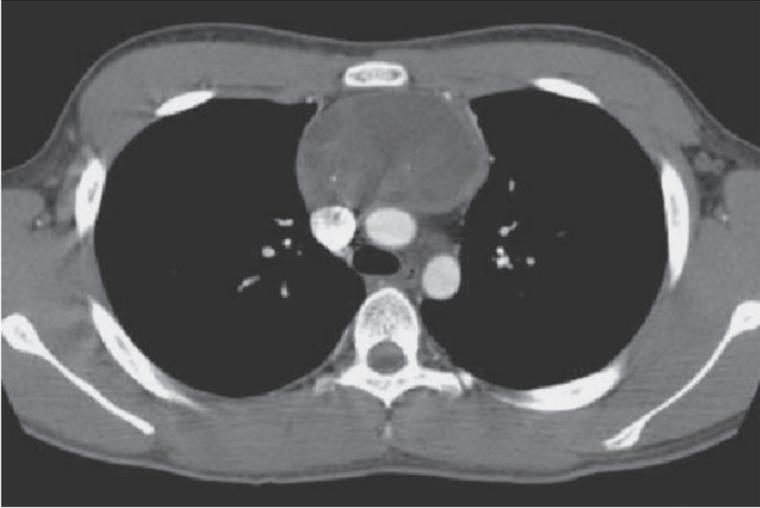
Tomografía computarizada contrastada, corte axial, ventana mediastínica (mediastino superior). Masa mediastinal anterior, teratoma mediastínico
